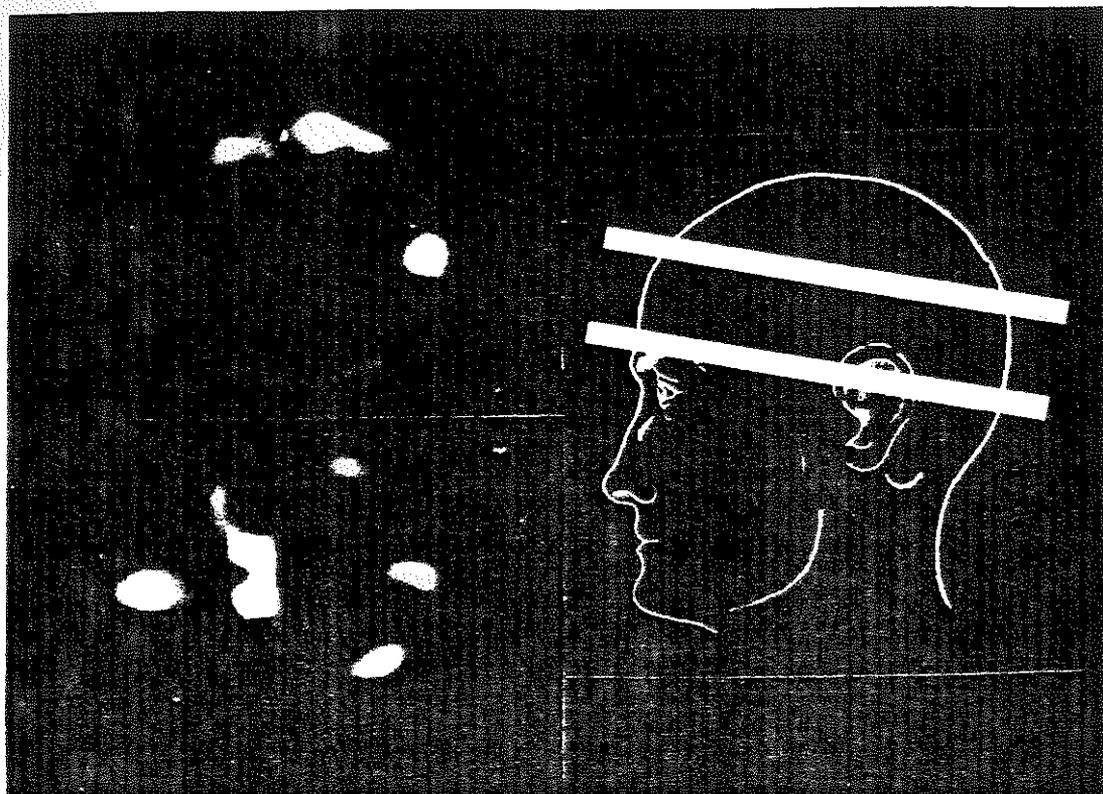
Tomographie par émission de positrons du *pool* sanguin central, obtenu par inhalation de ^{14}C O.
